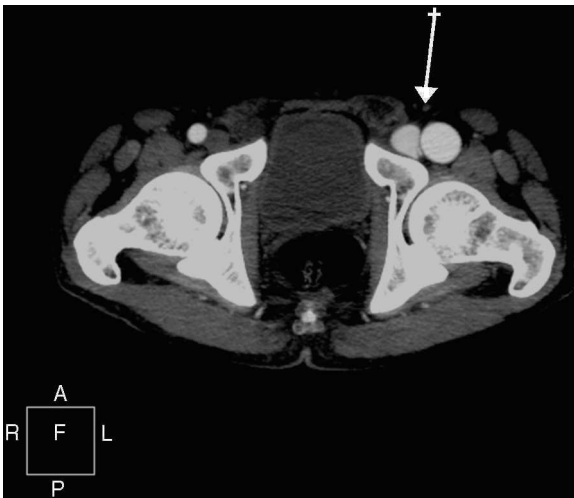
Sección axial de tomografía computarizada de miembros inferiores con contraste yodado en fase arterial de región iliofemorales en la que se observa repleción precoz del sistema venoso dependiente de la extremidad inferior izquierda por la presencia de una FAV a nivel distal.
